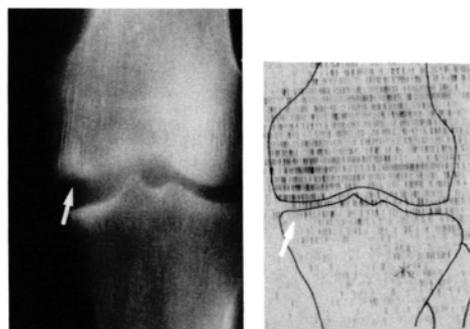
図一 大腿骨顆部特異性骨壊死のX線像の経過<sup>5)</sup>
